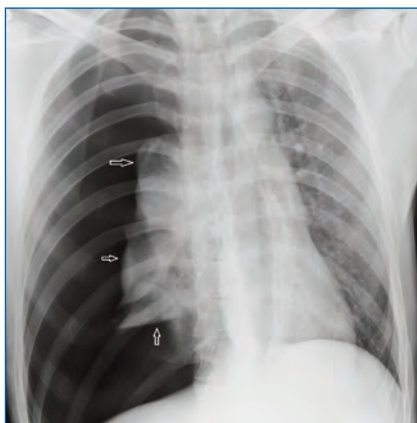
Röntgenbild, Kollaps der rechten Lunge (im Röntgen seitenverkehrt!). Die Pfeile markieren den Rand der kollabierten Lunge.
